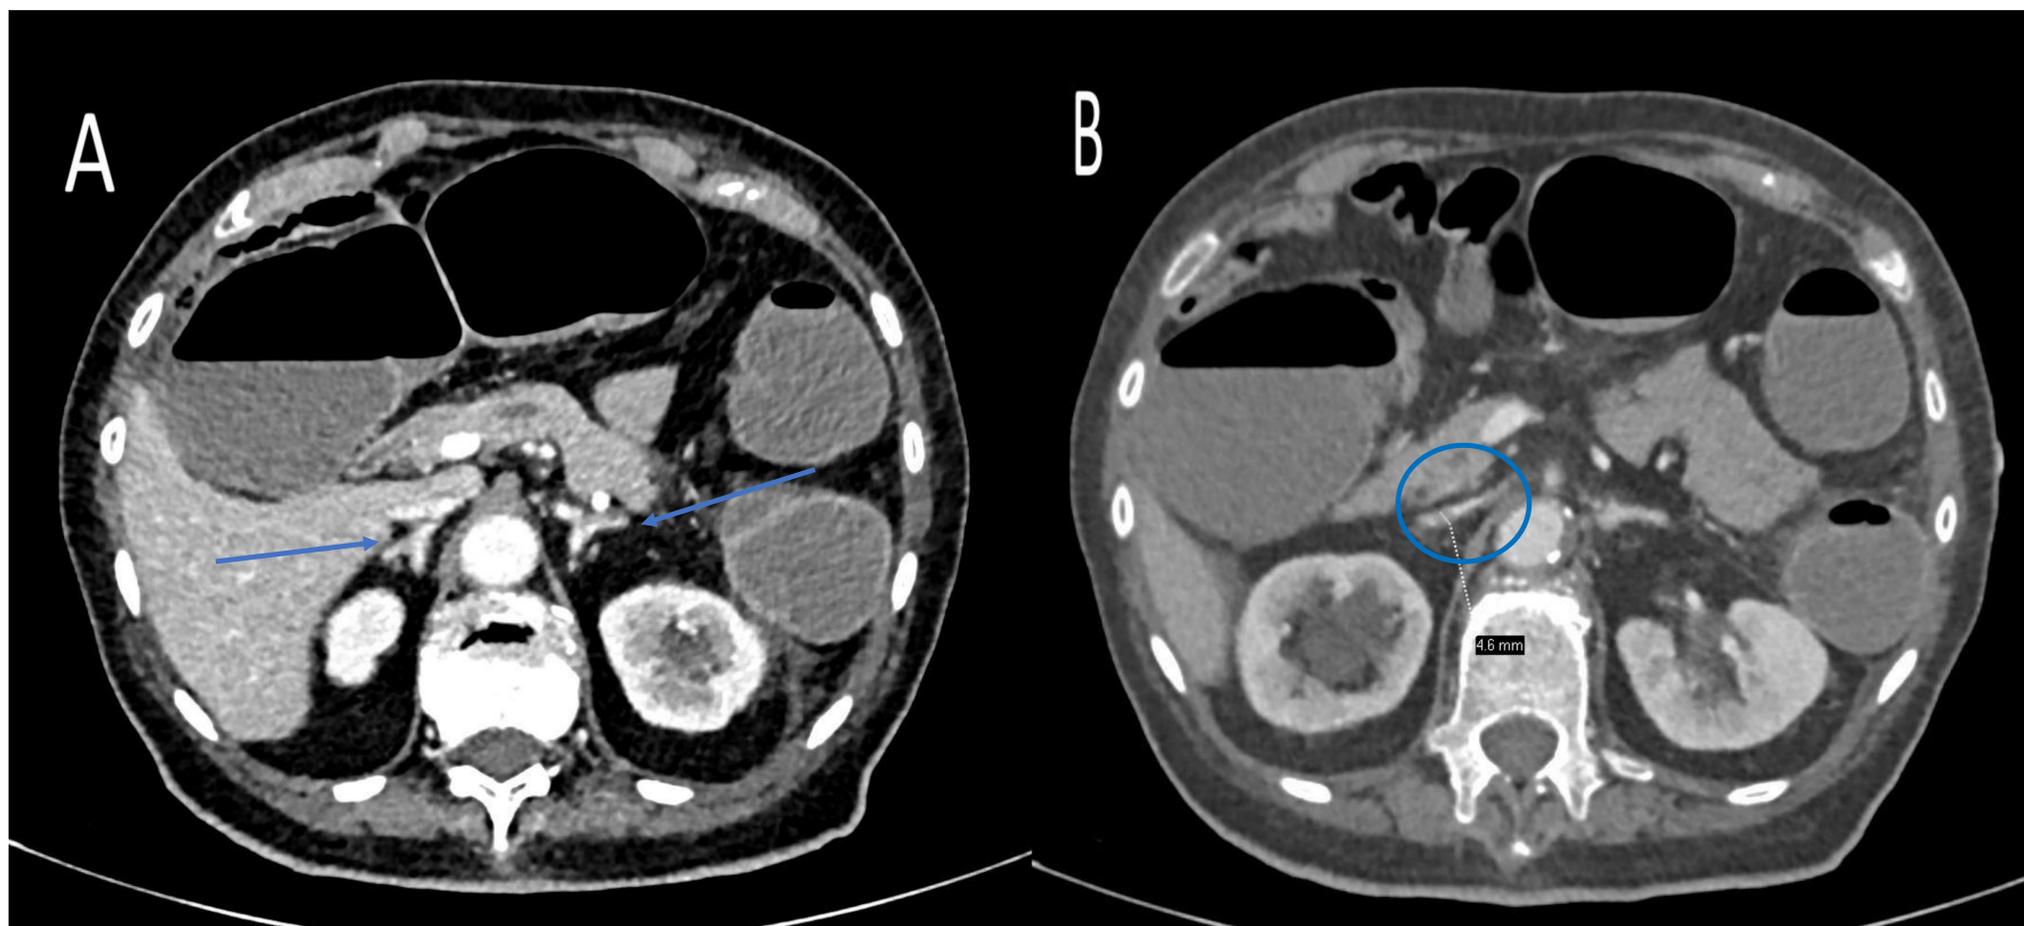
TC abdominopélvico con contraste iv en fase portal. Cortes axiales. Hiperrealce de ambas glándulas suprarrenales (A, flechas azules) y aplanamiento de la VCI, con un calibre de 4.6 mm (B, círculo azul). Hallazgos compatibles con CH.
